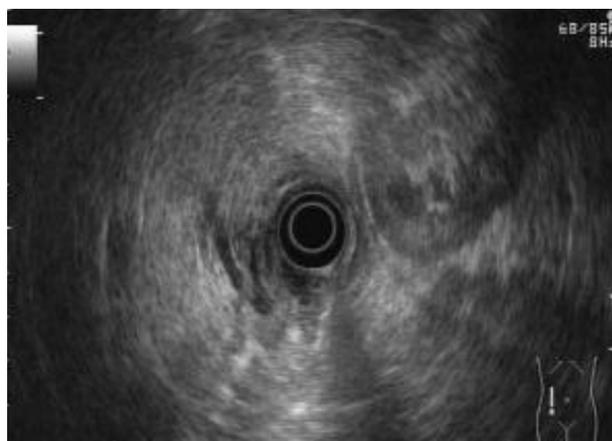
Ultrasonido Endoscópico Radial (USE).
